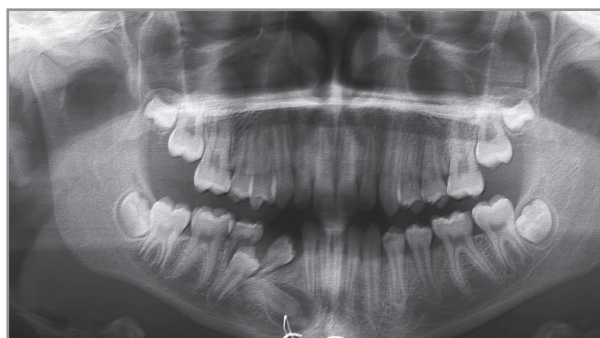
Рентгенологічна картина фолікулярної кісти від 45 зуба, що утворилася внаслідок травми.
